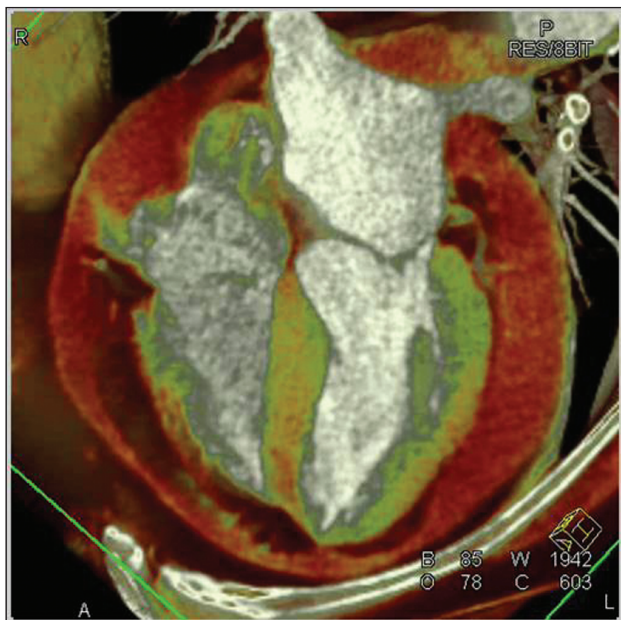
A tomografia computadorizada também é útil para o estudo do pericárdio. Ela demonstra com grande precisão a existência de defeitos, além de apontar a relação do pericárdio com as demais estruturas mediastinais. Neste exemplo, nota-se também a existência de aumento da espessura pericárdica.
